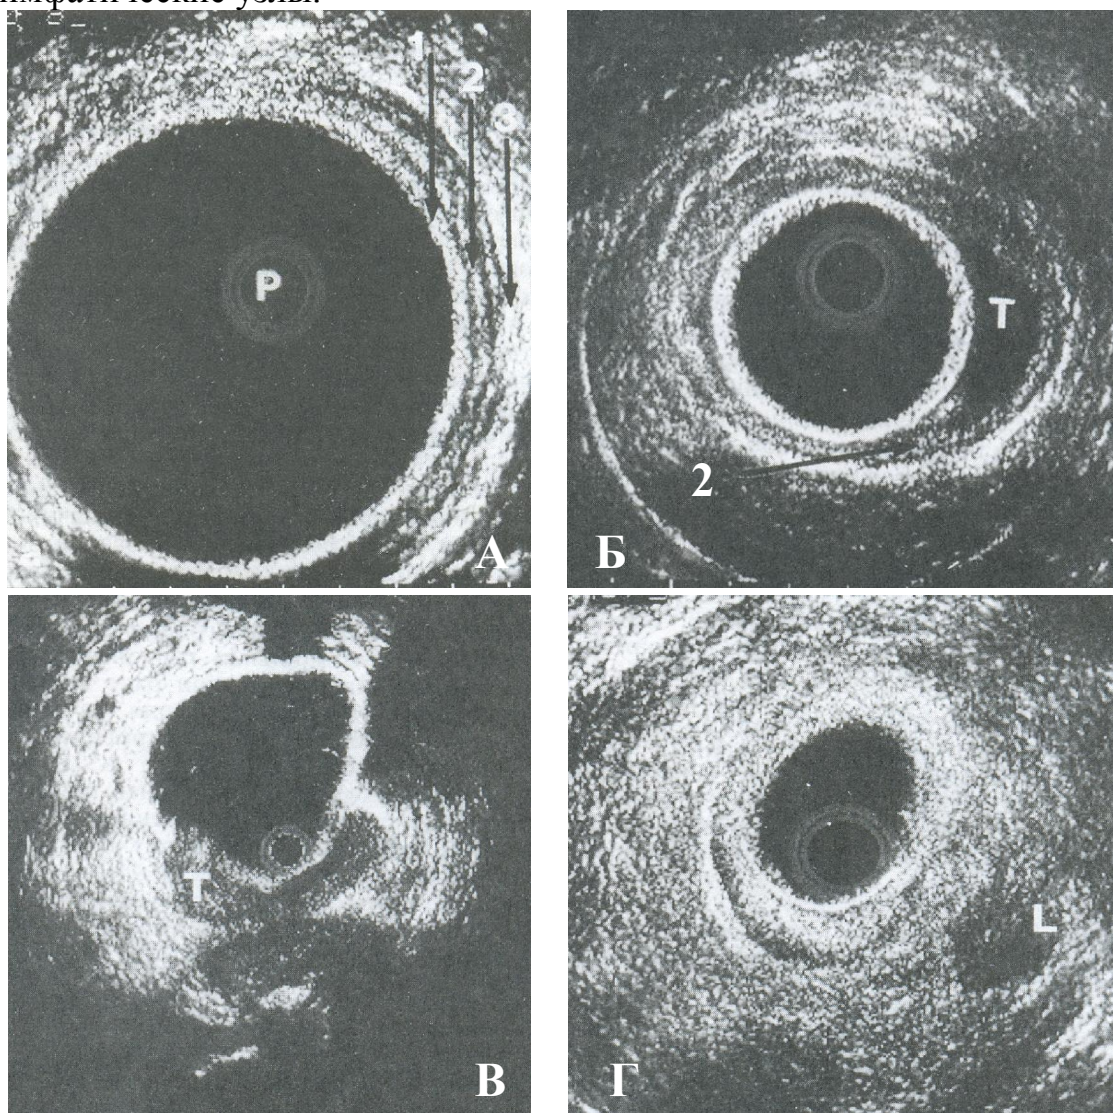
Внутривисцеральное эндоректальное УЗИ секторным ротационным датчиком частотой 7,5 МГц.
